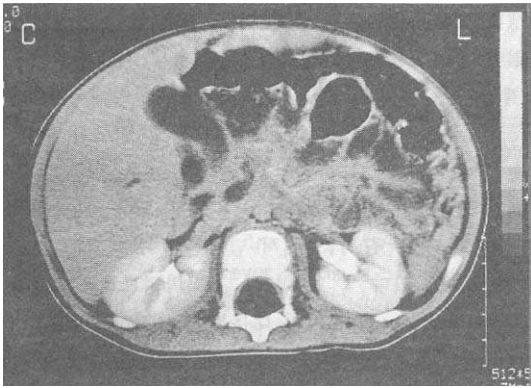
Abdominal computed tomography. Fusiform dilatation of the supra- and intrapancreatic common bile duct and the common hepatic duct. Mild dilatation of the cystic duct and the pancreatic duct was also noted.
